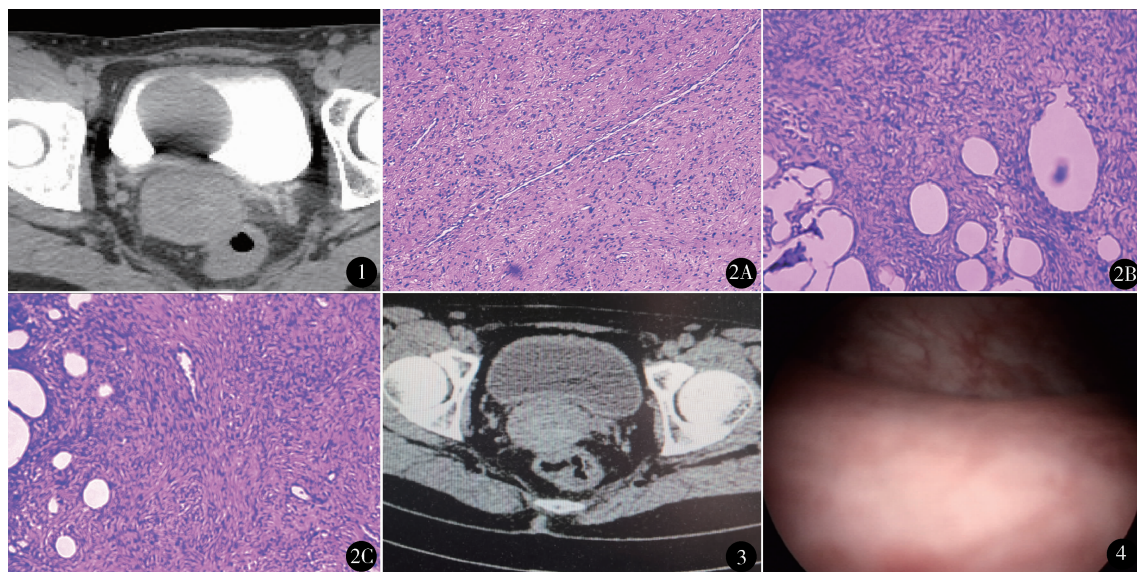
泌尿系增强 CT 提示膀胱颈部类圆形实性占位, 表面光滑, 大小约 $5.0\text{ cm} \times 4.0\text{ cm}$, CT 值 74 HU (延迟期) 图 2 镜下见瘤细胞梭形, 呈席纹状排列, 较稀疏, 细胞核无明显异形性, 核分裂象少见 (HE 染色, A $\times 100$, B、C $\times 200$) 图 3 术后 6 个月泌尿系 CT 示膀胱未见明显异常 图 4 术后 6 个月膀胱镜示膀胱颈口及三角区术后改变, 双侧输尿管口喷尿正常
